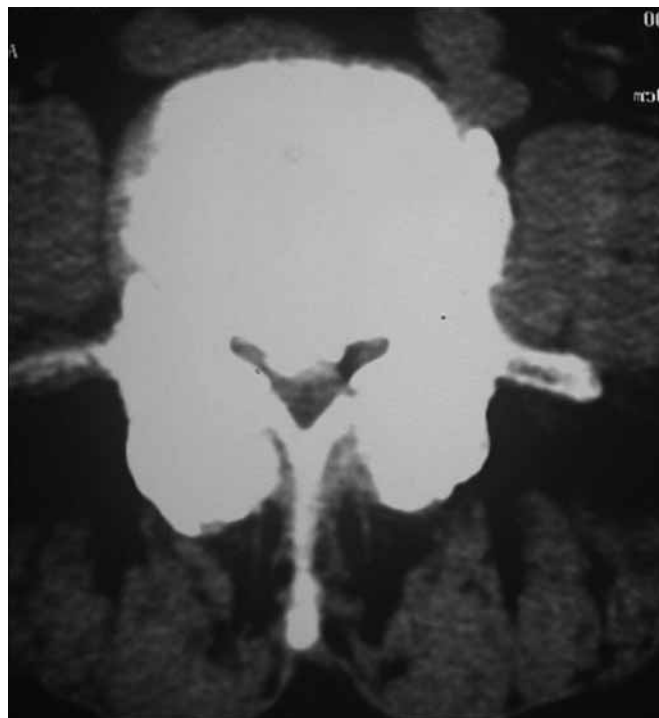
Imagem axial de tomografia computadorizada de coluna vertebral lombar (janela para partes moles) mostrando severa estenose de canal vertebral, com hipertrofia das facetas articulares
